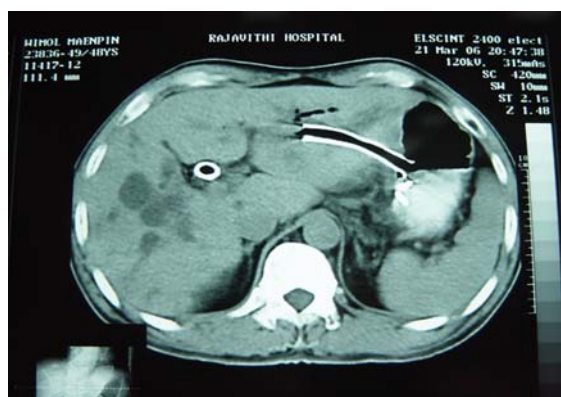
CT scan follow-up showed metallic stent drained at lesser curvature of stomach and nearly normal size of bile duct
